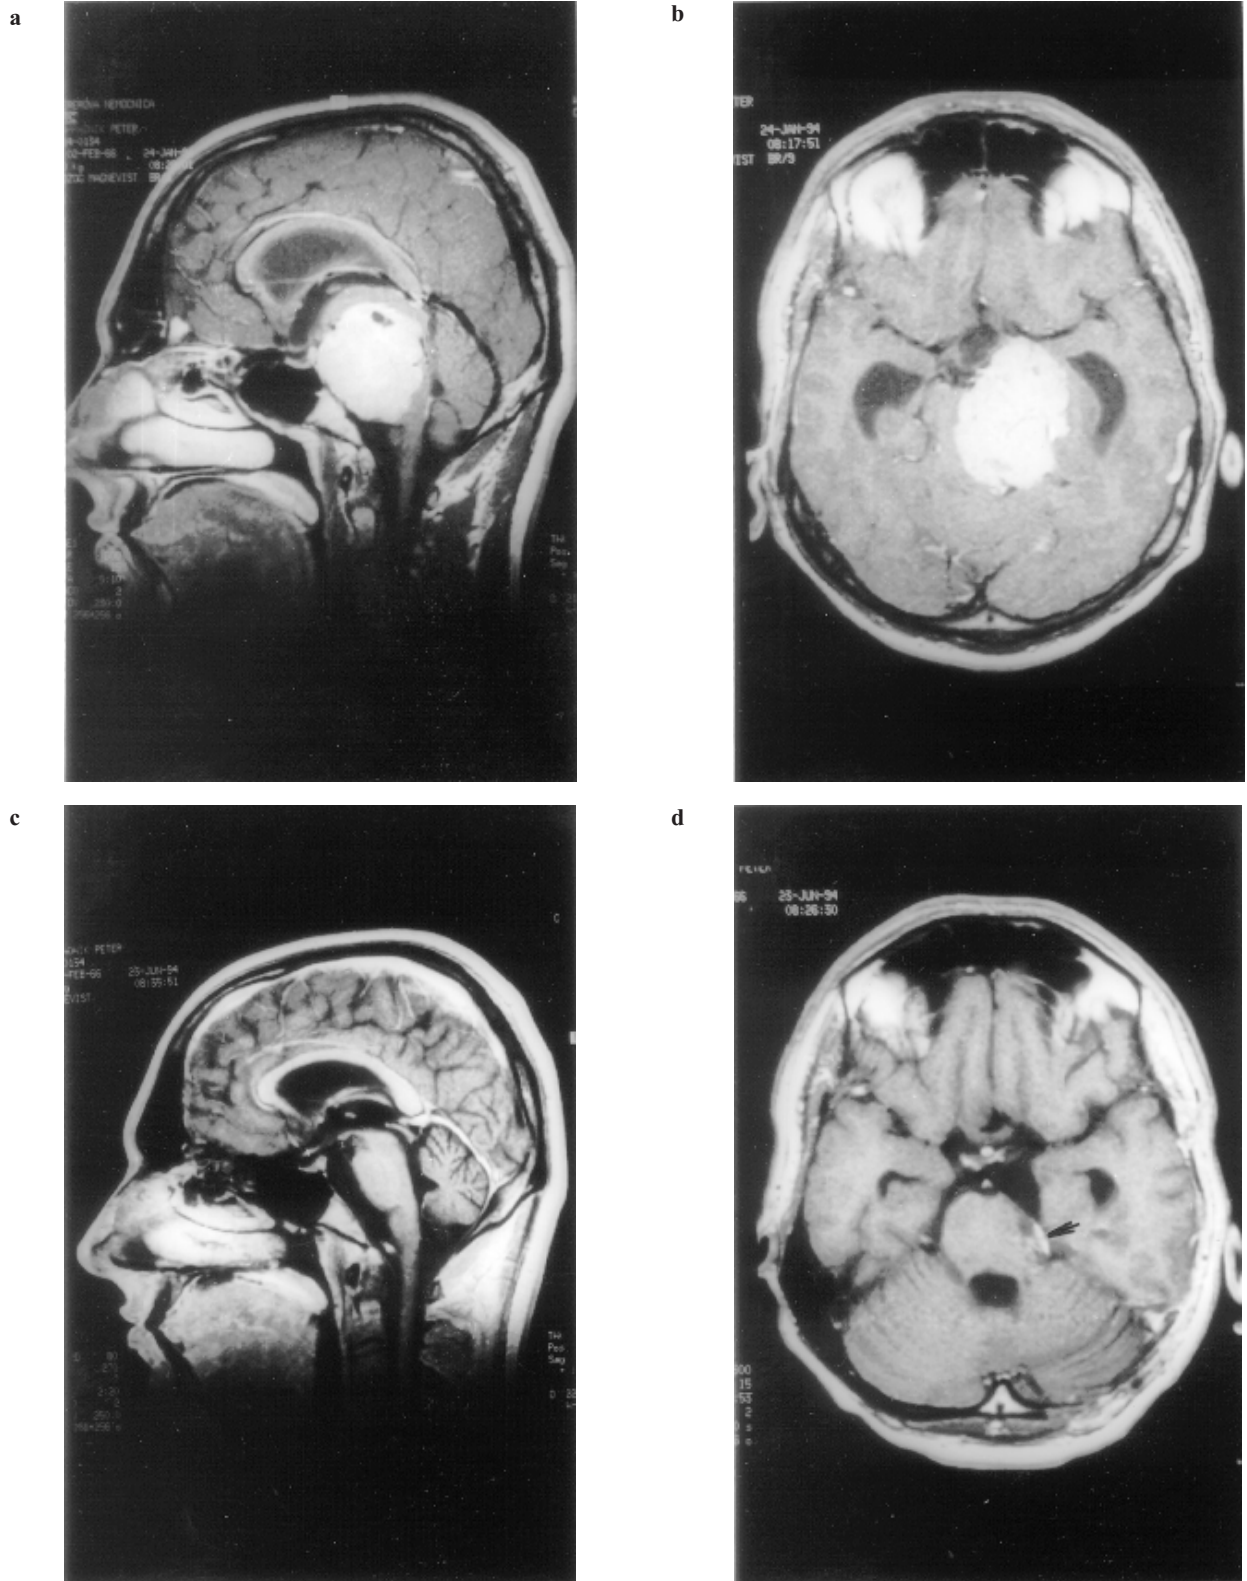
Giant petroclival meningioma on MRI T1 weighed contrast enhanced scans before (a, b) and after (c, d) subtotal removal. Part of the tumour firmly adhering to pons left in situ (arrow).
